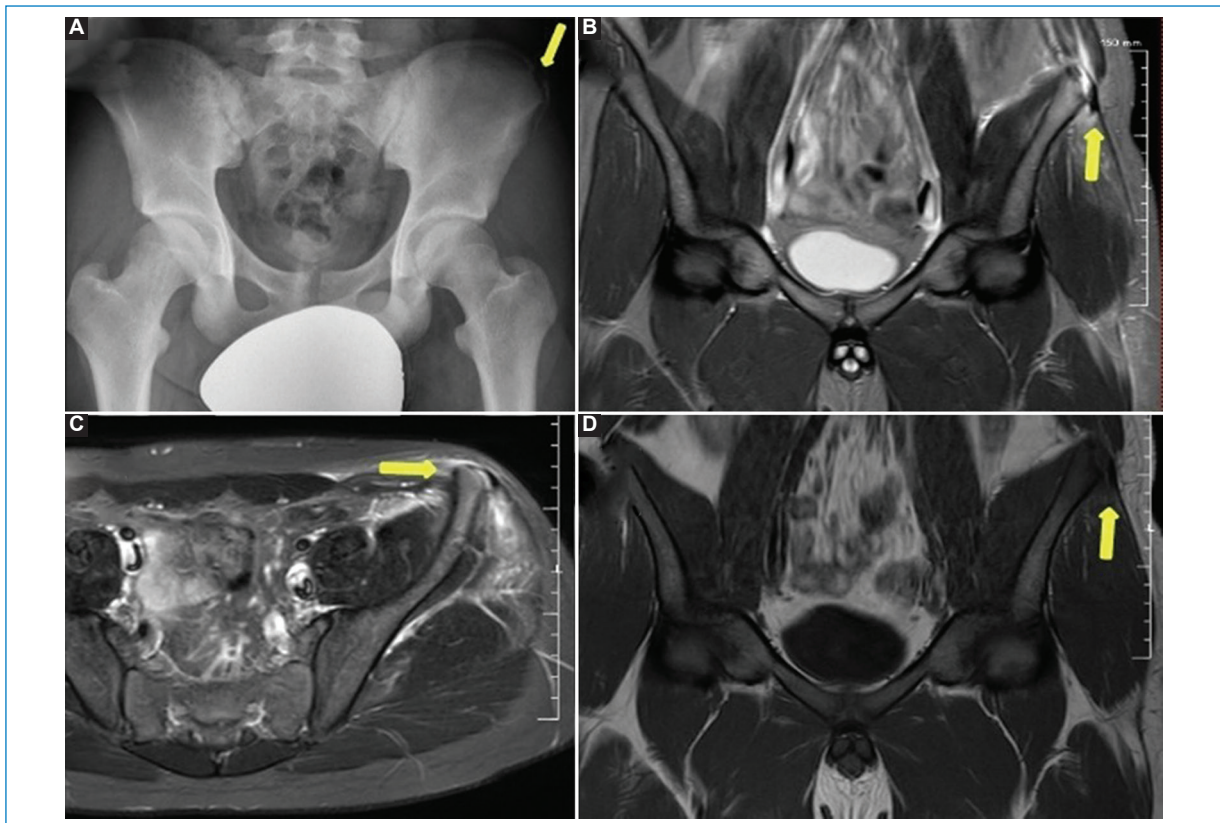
Paciente de 16 años con avulsión de la espina iliaca anterosuperior izquierda (flechas). (A) Rx anteroposterior de pelvis donde se observa el fragmento traccionado. (B y C) RM del mismo paciente, las primeras dos corresponden a secuencias STIR en cortes coronal y axial respectivamente donde se observa el edema óseo, fina colección laminar y edema de partes blandas. (D) RM del mismo paciente cortes coronal T1 donde se observa el fragmento desplazado.
